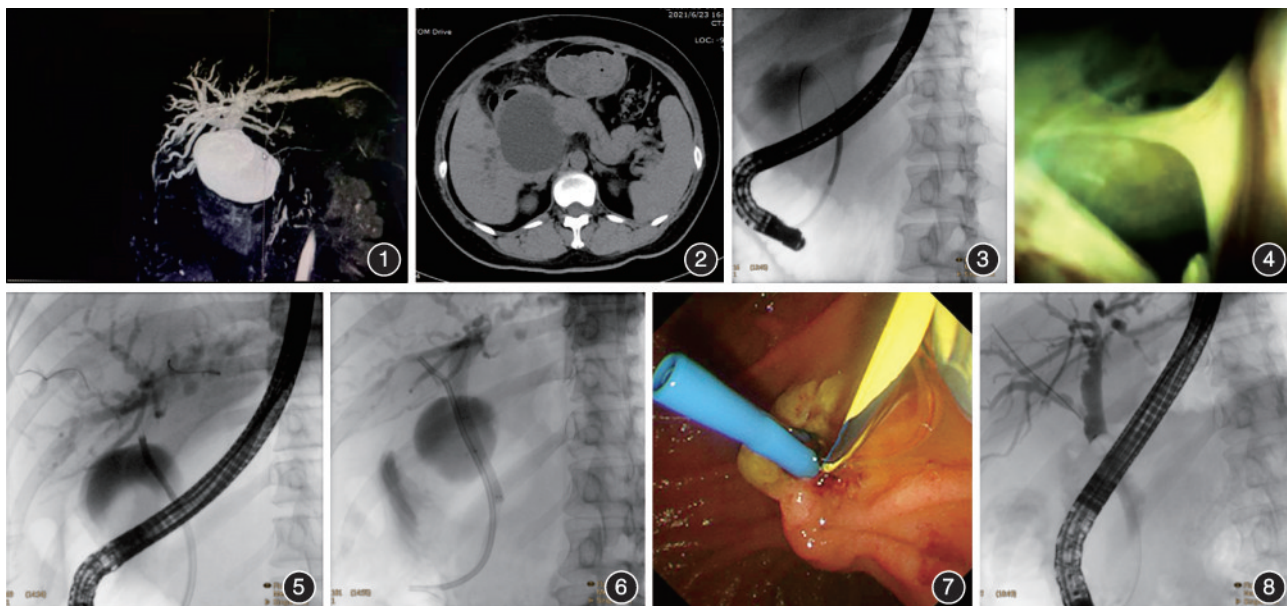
腹部MR检查示胆系扩张,胆管远端结构紊乱,周围囊性病变 图2 腹部CT示肝内外胆管扩张,胆总管走行区囊样改变,最大径约6.4 cm×7.2 cm,至胰头部突然截断,未见高密度结石影 图3 造影见造影剂外渗至“胆汁湖”,导丝超选肝内胆管失败 图4 胆道镜直视下寻找肝内胆管 图5 于肝内胆管成功置入导丝 图6 透视下成功放置胆管支架 图7 十二指肠镜下见塑料支架远端露出乳头 图8 造影示肝内外胆管无充盈缺损及胆管狭窄
